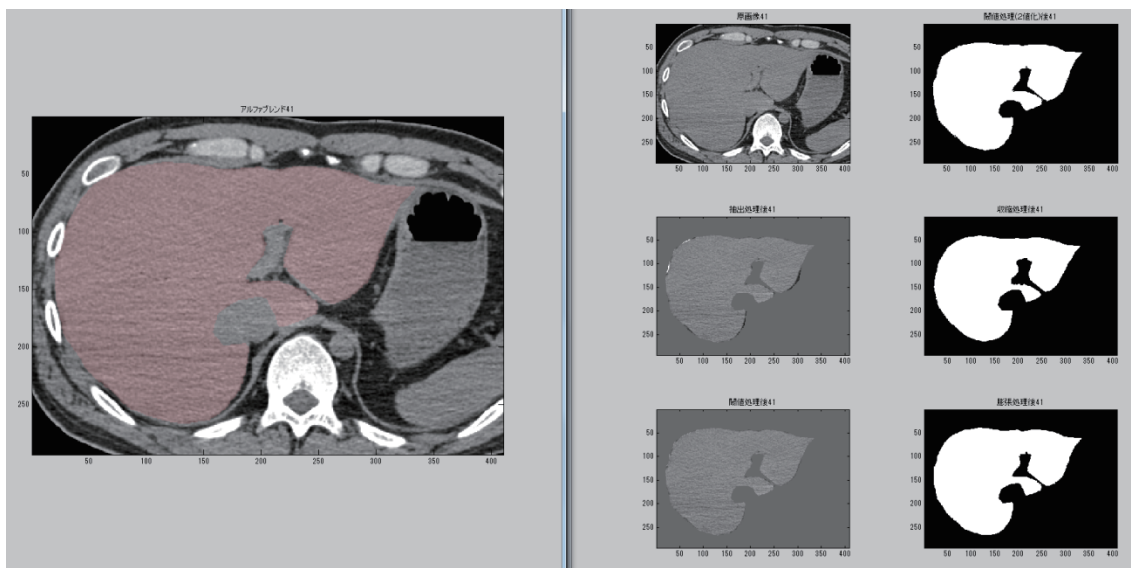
CT 画像上に ROI を設定し、-50~150 HU で肝を抽出した。
